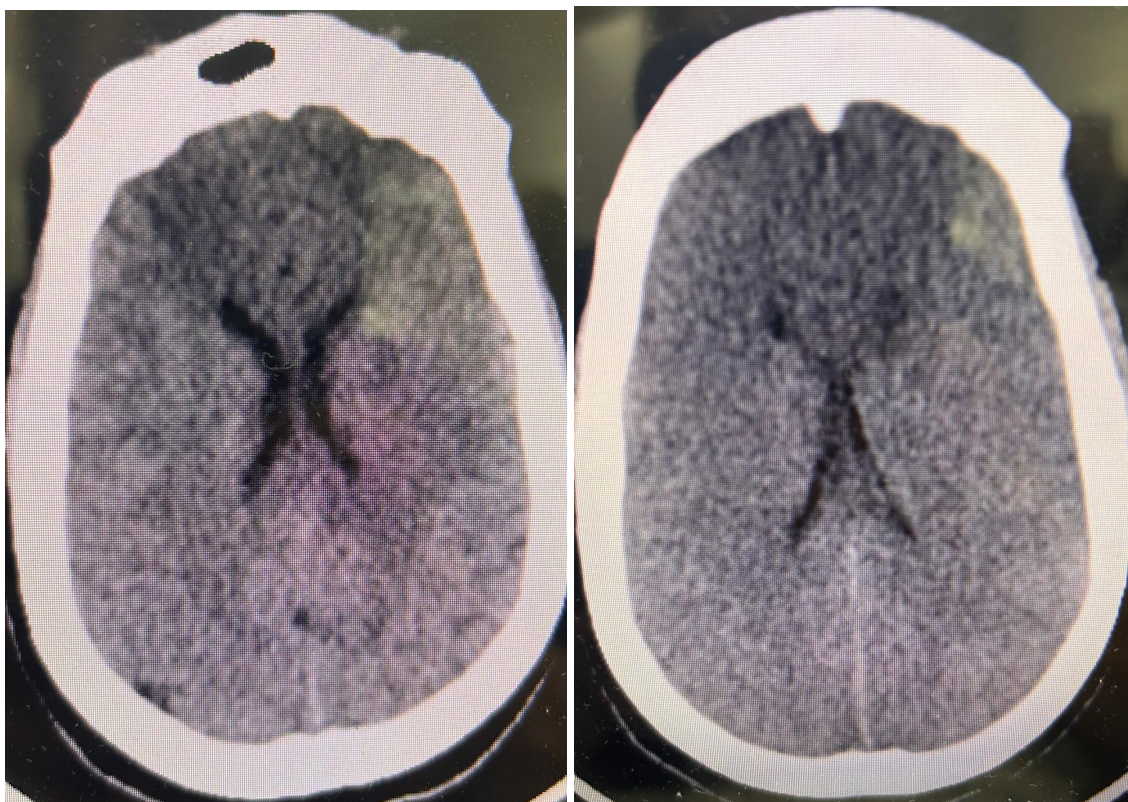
Elaborado pelos autores (2026)* Evolução entre tomografia computadorizada do crânio entre os dias 15/09/25 e 17/09/25. Na segunda imagem observamos o apagamento difuso dos sulcos, perda da diferenciação entre substância cinzenta e branca e obliteração do IV ventrículo. Fonte: *Elaborado pelos autores (2026)*
